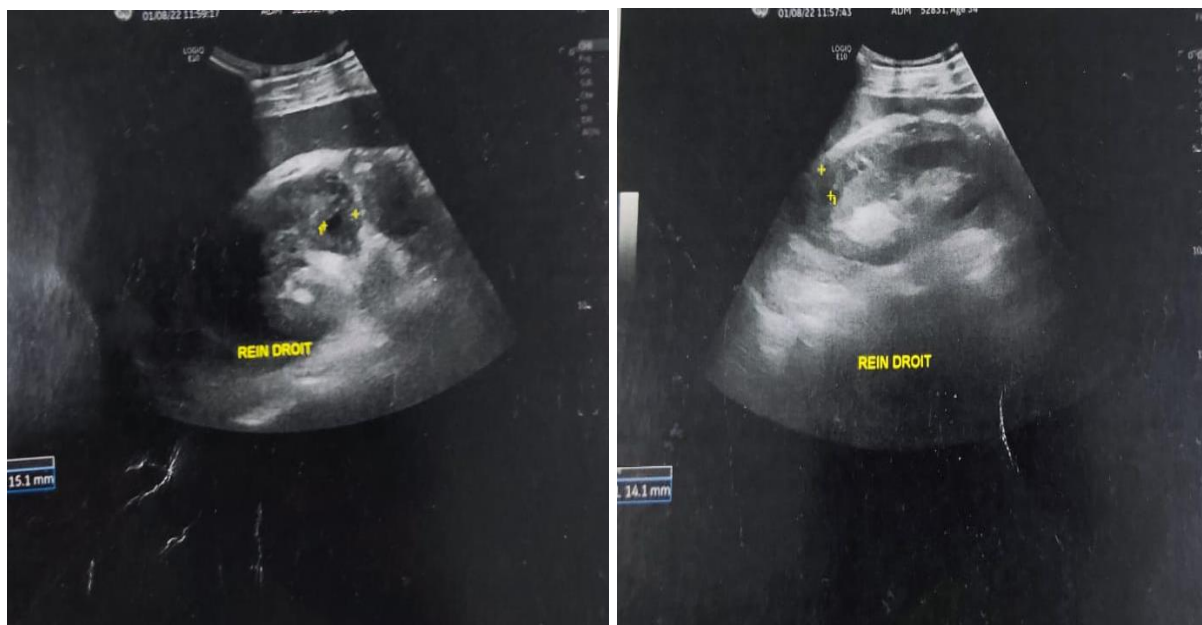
Images échographiques d'une fracture rénale droite avec un épanchement péri-rénal
